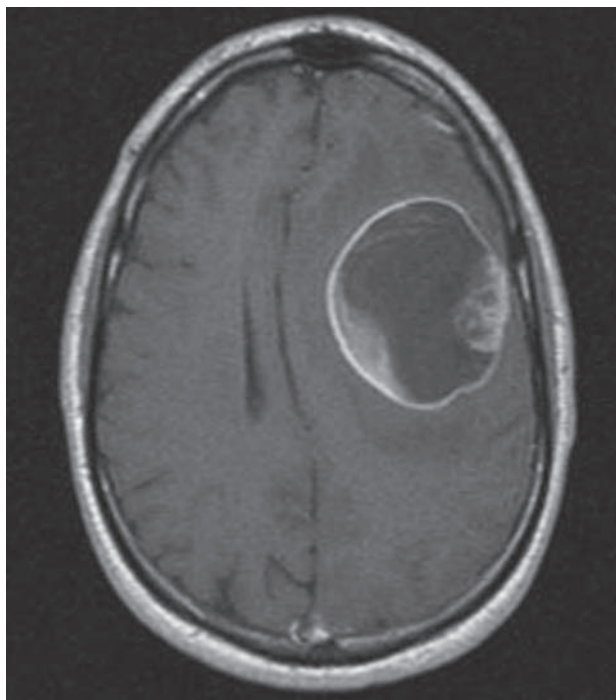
MRI en T1 con gadolinio de un gran glioblastoma quístico frontal izquierdo.
